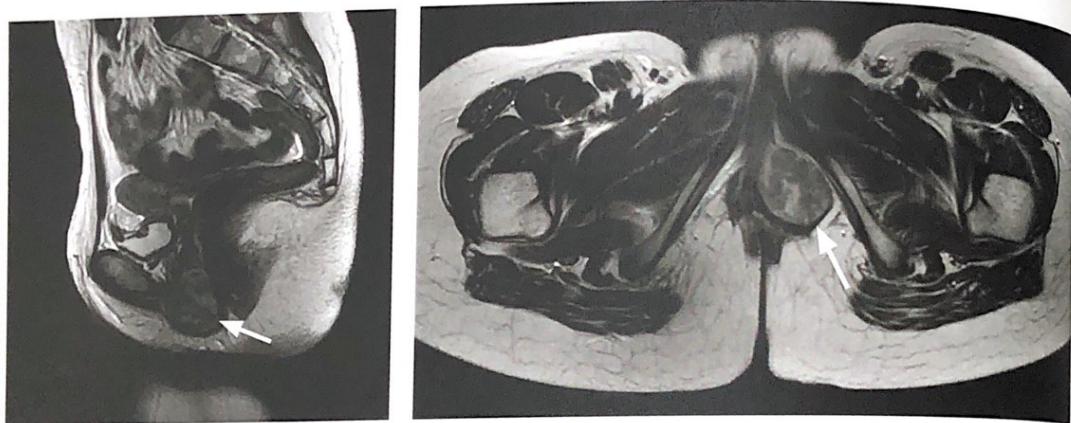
МРТ органов малого таза в T2 ВИ (сагиттальная и аксиальная плоскости). Выявляется объемное образование в толще левой половой губы, с четкими ровными контурами, неоднородной структурой, оттесняющее окружающие мягкие ткани, без признаков их инвазии
